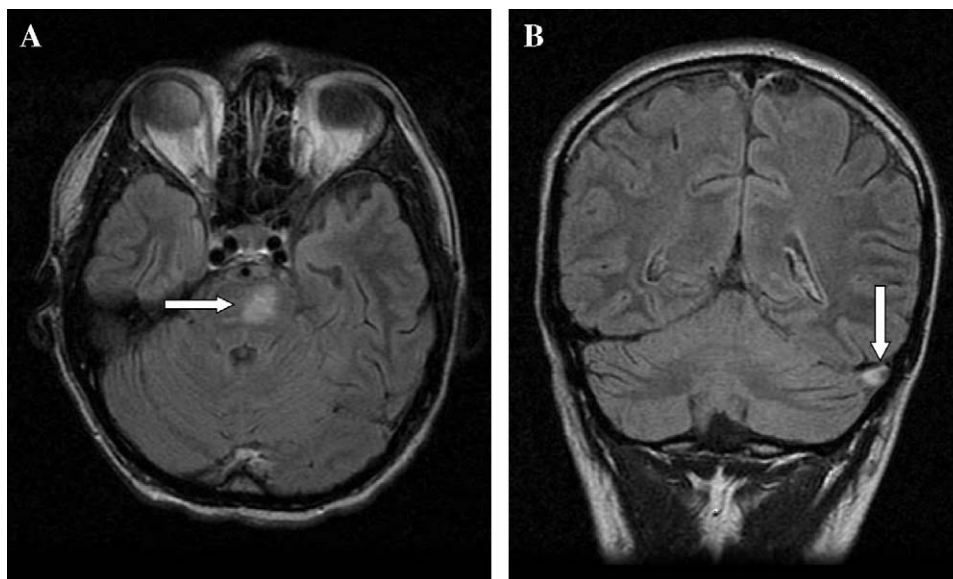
A) Secuencia fluid-attenuated inversion recovery (FLAIR) transversal; imagen hiperintensa troncoencefálica izquierda (flecha blanca). B) Secuencia FLAIR coronal; trombosis de seno transversal izquierdo (flecha blanca).
